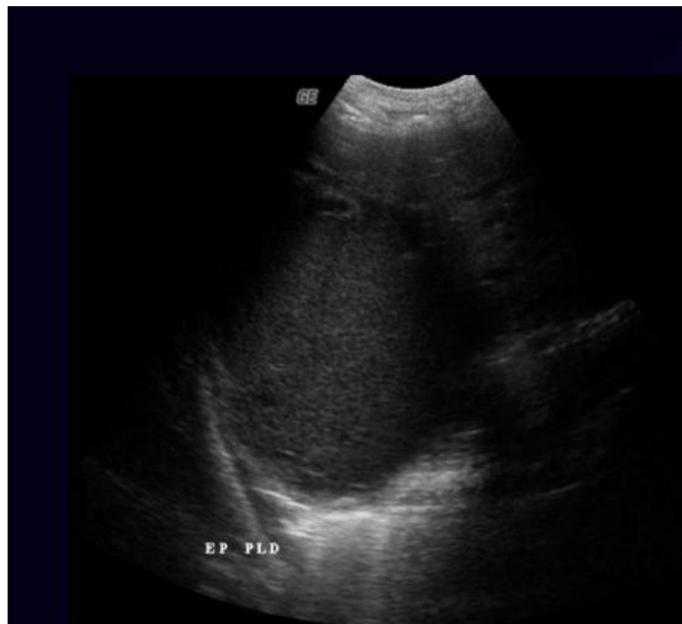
Images échographique d'un pyothorax.
